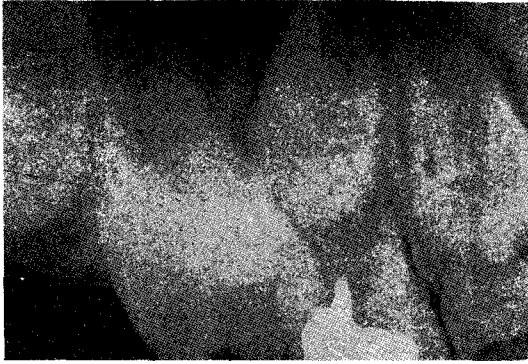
초진시 구내방사선 소견(증례3)
